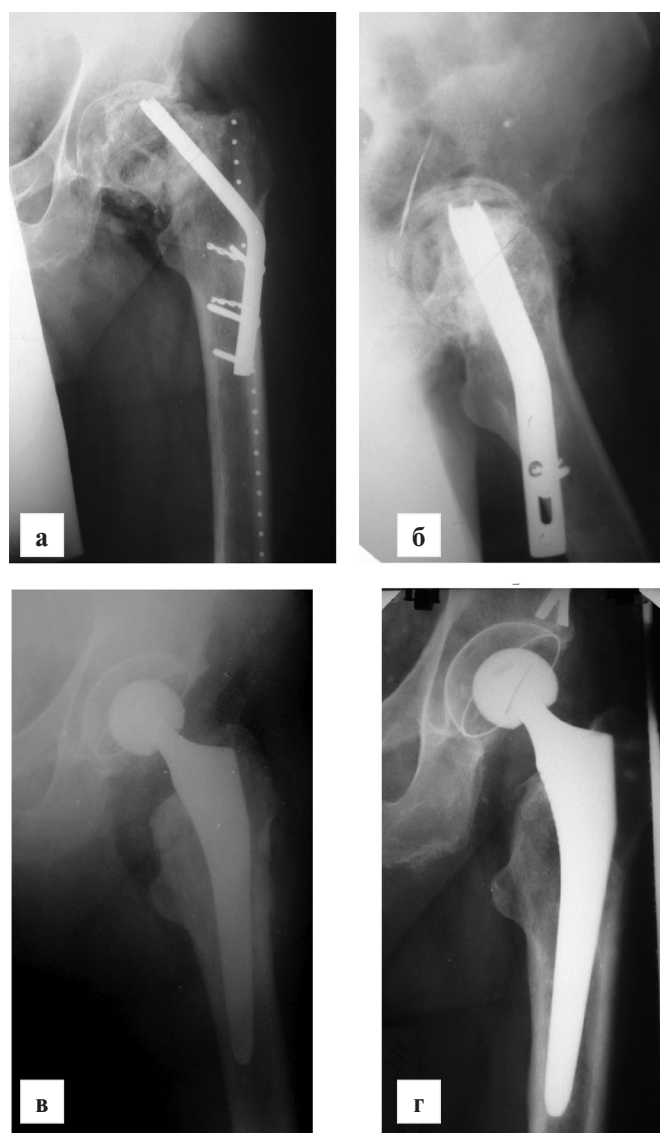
Фотоотпечатки рентгенограмм больного П., 58 лет: Посттравматический асептический некроз головки левой бедренной кости IV стадии. Ложный сустав шейки левой бедренной кости. Состояние после оперативного лечения (2007г.) (а, б); после эндопротезирования (в), через 4 года после эндопротезирования (г).
